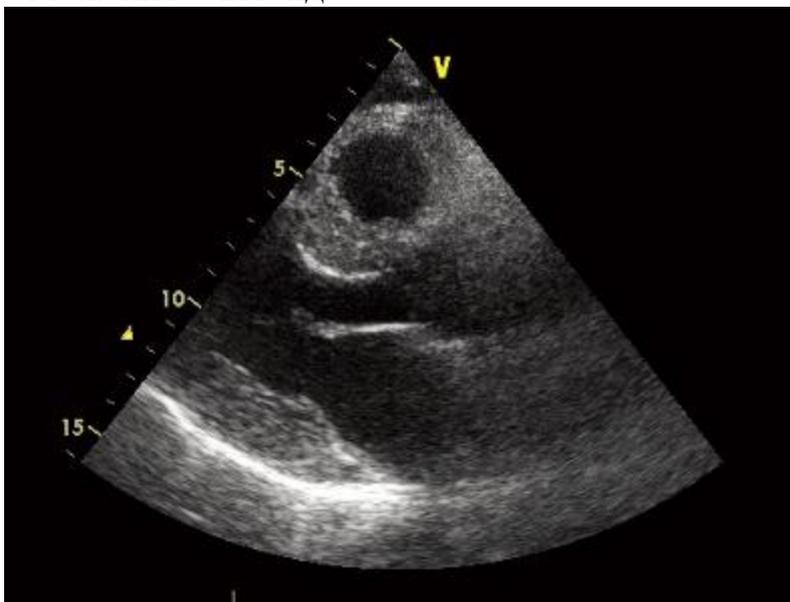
Эхокардиография у пациента с AL-амилоидозом.
